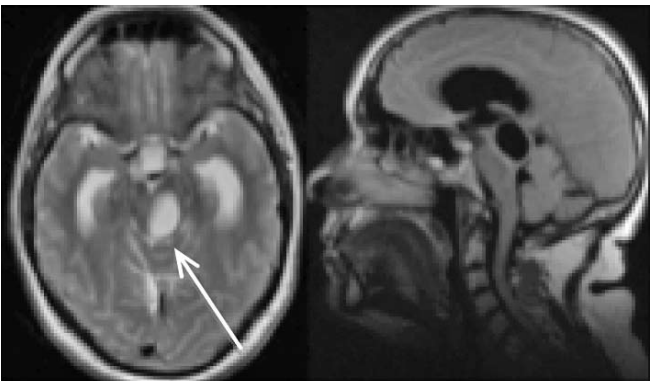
МРТ головного мозга (T2 Ax., T2 FLAIRSag.): киста ножки мозга (указана стрелкой)
